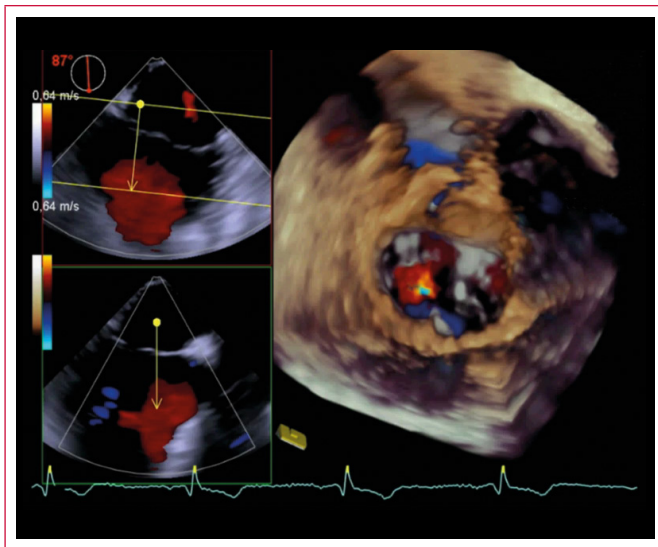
Ecocardiografía transefágica tridimensional, vista desde la aurícula izquierda en sístole
